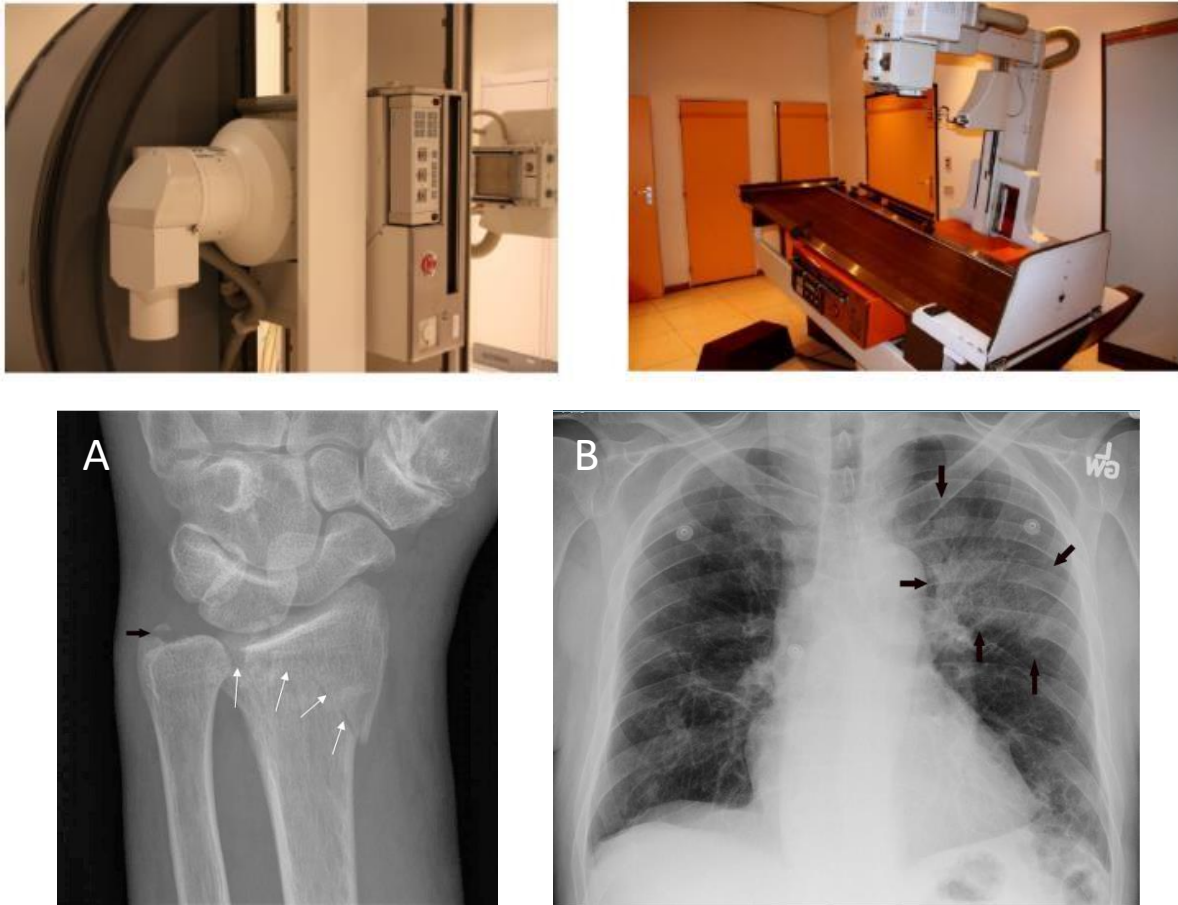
(A) : radiographie de face du poignet gauche montre une fracture (flèches blanches), (B) : la rx de face du thorax montre un infiltrat du lobe supérieur gauche compatible avec une pneumonie (flèches) (Kocak. 2021)
